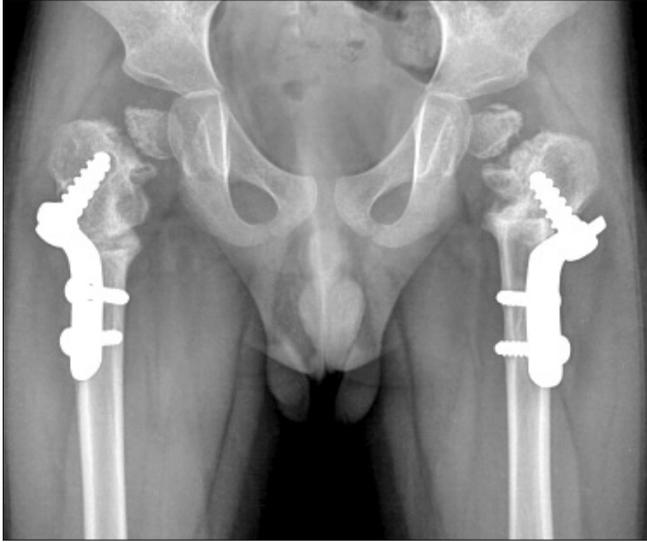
Anteroposterior radiograph after subtrochanteric valgus osteotomy.
